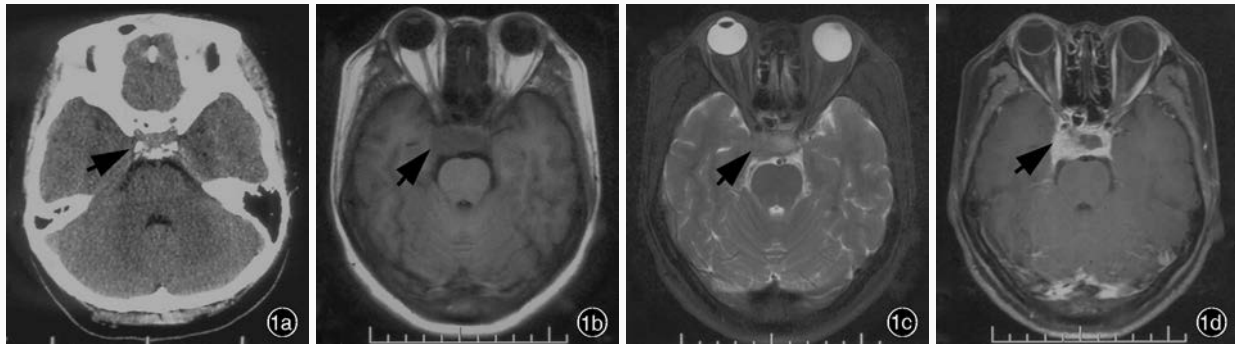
头部影像学检查所见 1a 横断面CT显示,右侧海绵窦轻度增宽(箭头所示) 1b 横断面T₁WI显示,鞍区和右侧海绵窦区异常信号影,呈等信号(箭头所示) 1c 横断面T₂WI显示,鞍区和右侧海绵窦区异常信号影,呈等信号(箭头所示) 1d 横断面增强T₁WI扫描病灶呈明显强化(箭头所示)
